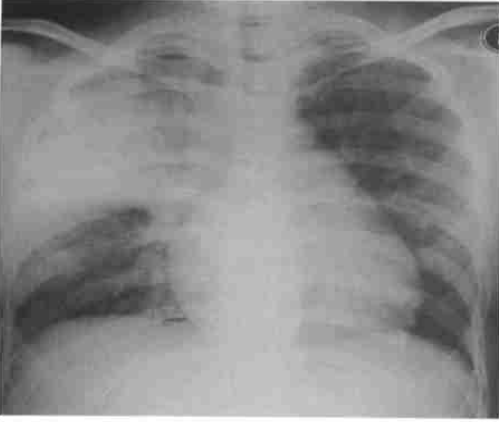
右肺上叶大叶性肺炎，正位X线胸片上可见大片密度增高影，密度均匀，在达到叶间裂处边界清楚，在未达到叶间裂处边界模糊，水平叶间裂位置无改变
